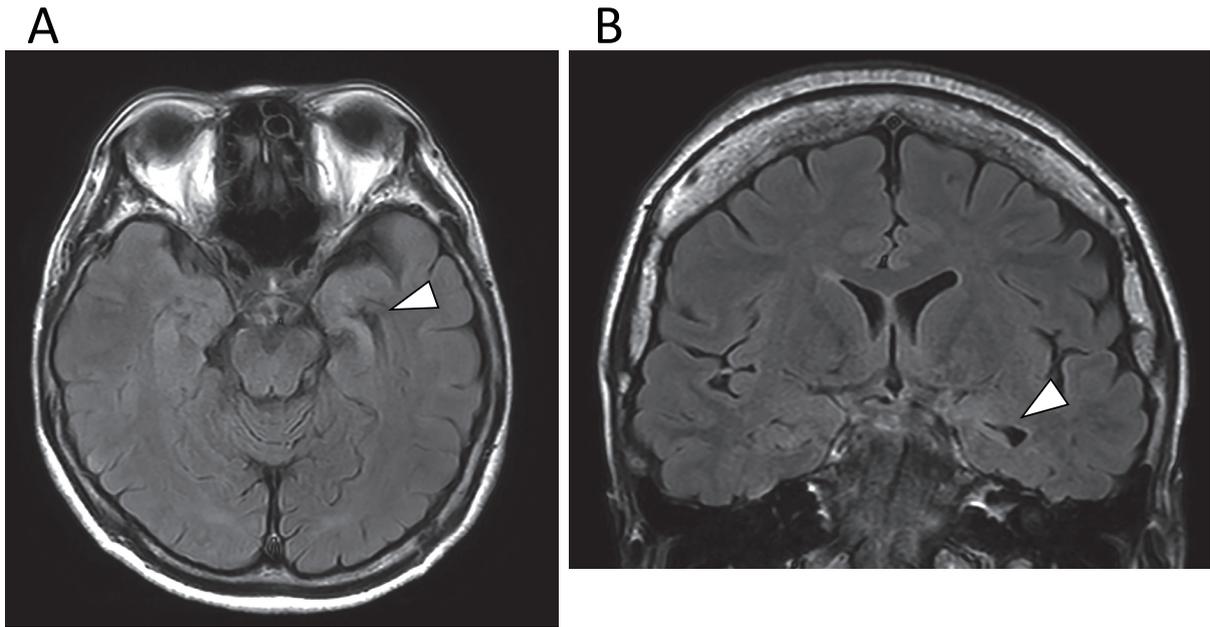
術前頭部MRI水平断(A)、冠状断(B)。左海馬の萎縮を認める(矢頭)。
